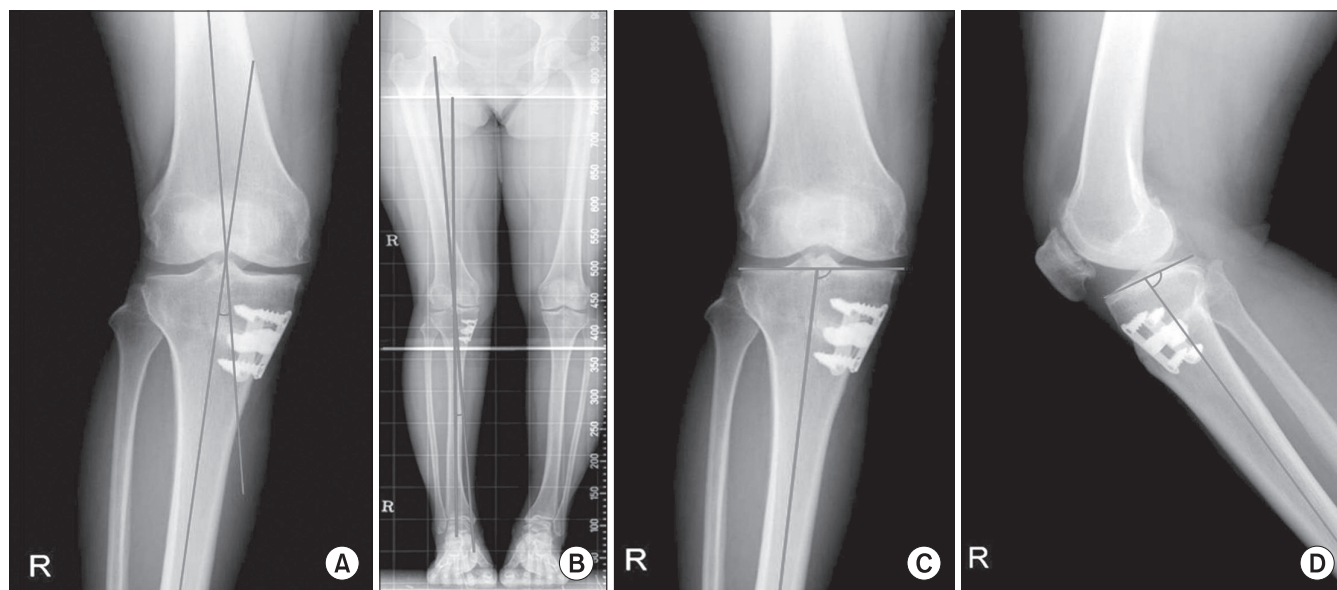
The radiographic indices in a knee. (A) Measurement of tibiofemoral angle. (B) Measurement of mechanical axis. (C) Measurement of medial proximal tibia angle. (D) Measurement of post slope angle.
